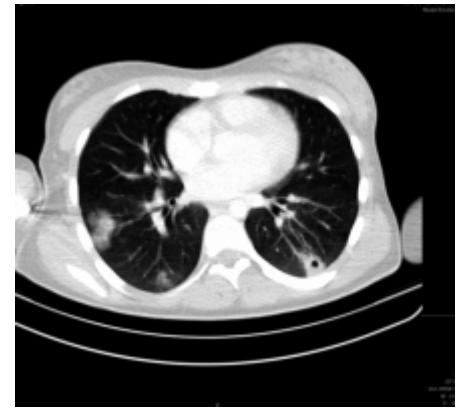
a 3: CT hrudníku – mnohočetná subpleurální zánětlivá ložiska, vlevo dorzálně s centrálním projasněním
